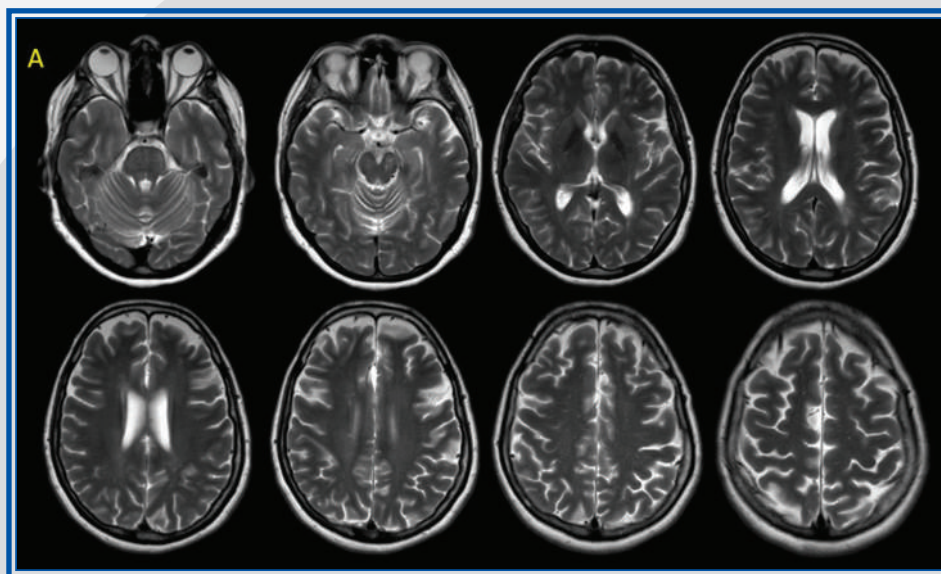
Capítulo 31. Resonancia magnética de cerebro de control 3 años después del evento clínico: en cortes axiales en T2 se observa disminución del volumen lesional y resolución de gran parte de las lesiones. No se observaron lesiones que captaran contraste.
